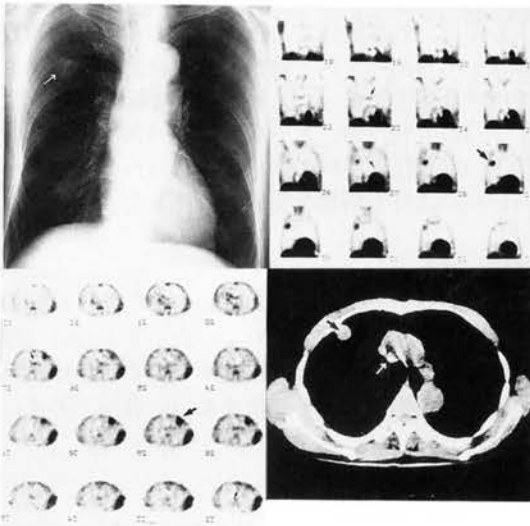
64歳、男性。胸部X線写真で右上肺野に小異常陰影を認める。
